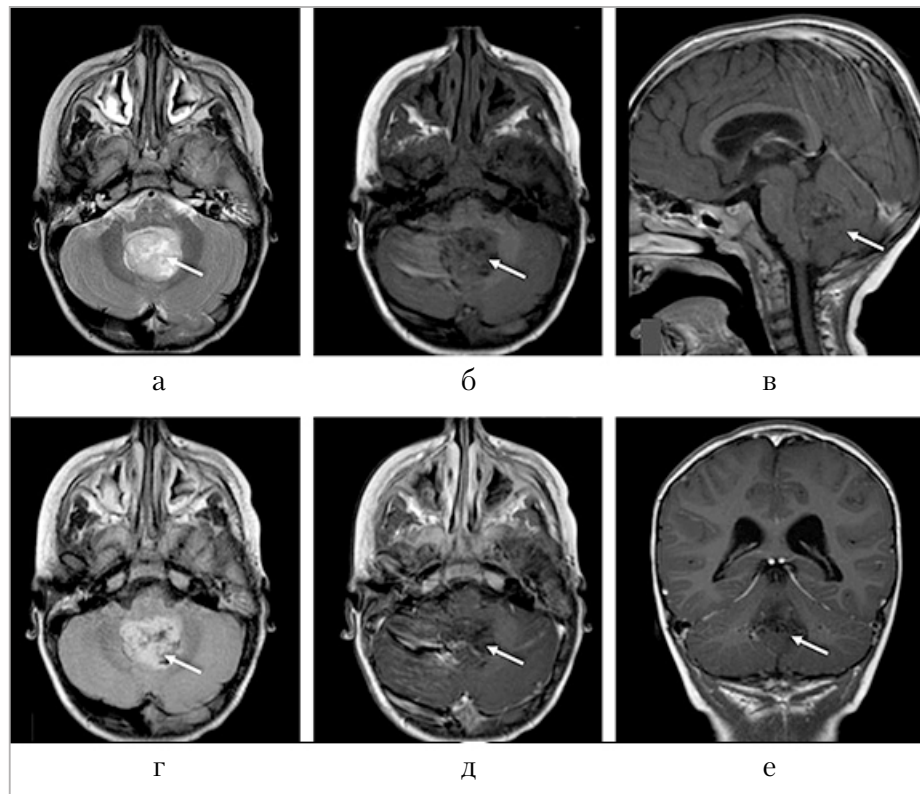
МРТ головного мозга. *а* — T2-ВИ в аксиальной проекции солидная опухоль с кистами в структуре; *б* — T1-ВИ в аксиальной проекции неравномерно гипоинтенсивный сигнал ткани срединно расположенной опухоли; *в* — T1-ВИ в сагиттальной проекции нет контрастирования медуллобластомы, неправильная неокруглая форма опухоли; *г* — T2 FLAIR — кистозно-солидная структура опухоли, срединное расположение; *д* — T1-ВИ в аксиальной проекции без достоверных признаков контрастирования; *е* — T1-ВИ в коронарной проекции без достоверных признаков контрастирования
